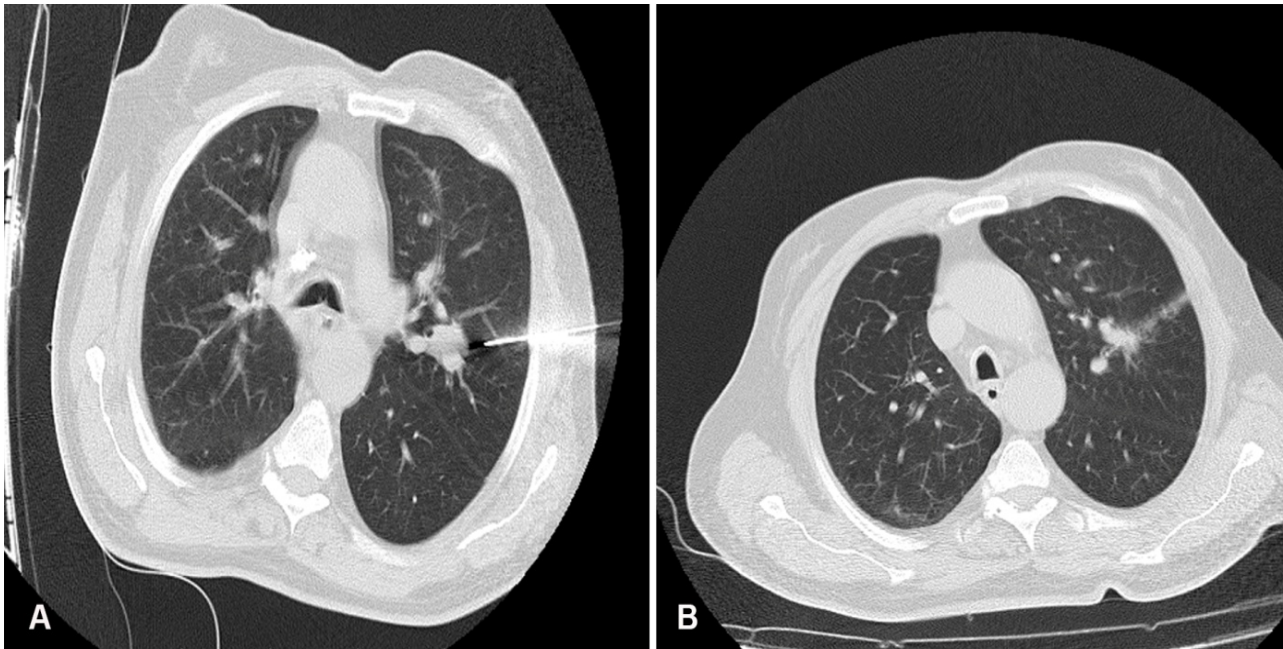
A 77-year-old male patient underwent TTLB due to a left upper lobe mass. Pathological diagnosis was made as squamous cell cancer. In the post-procedural CT, bleeding was observed in the needle tract. The patient, who had no complaints during follow-up, was discharged.
